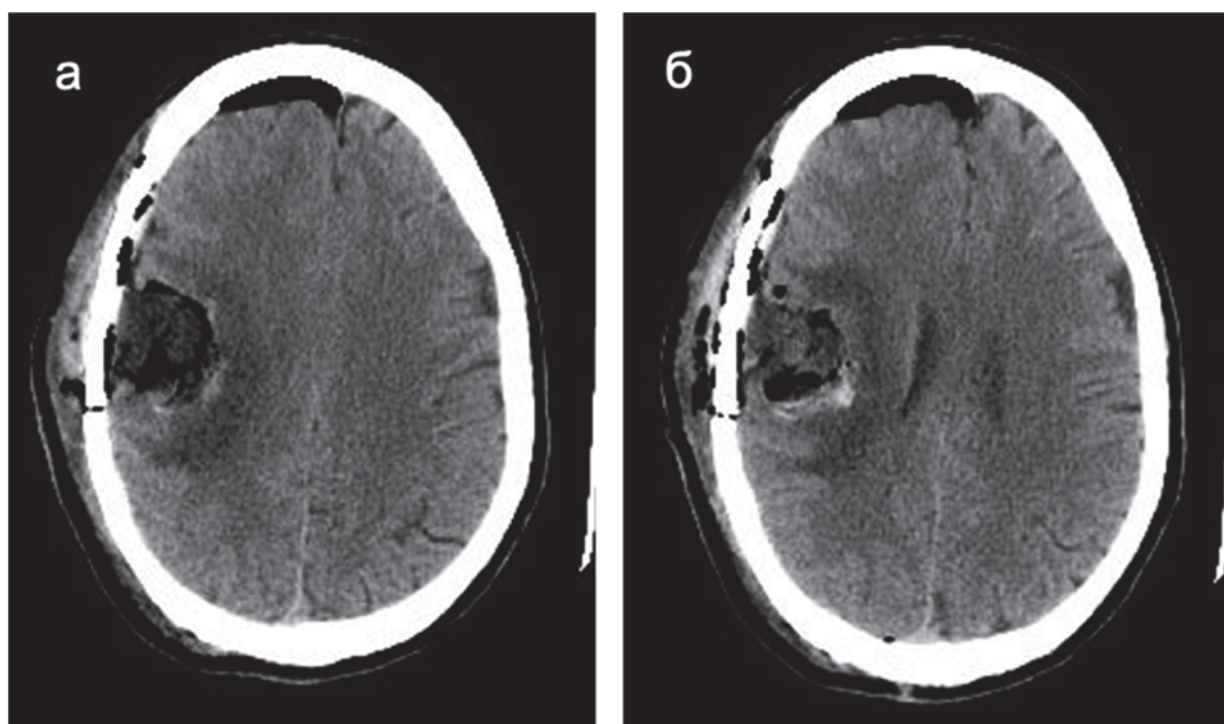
СКТ головы в первые сутки после микрохирургического удаления анапластической астроцитомы лобно-теменно-островковой (аксиальные проекция). Незначительная геморрагическая имбибиция по задне-медиальному краю ложа удаленной опухоли.
